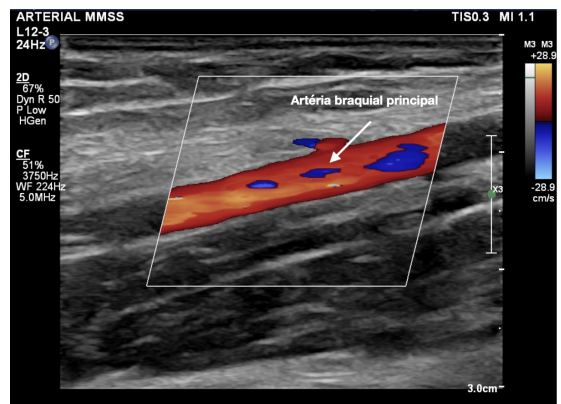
Eco-Doppler em corte longitudinal demonstrando a artéria braquial principal.
